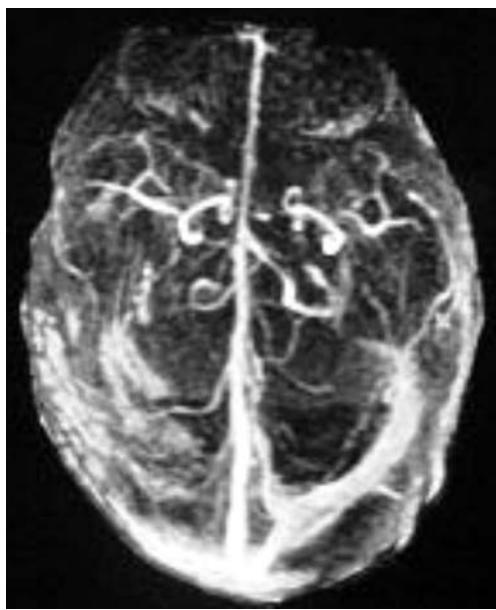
Angiorresonancia cerebral. Se evidencia obstrucción del seno transverso derecho que contrasta con el seno transverso izquierdo que se encuentra permeable.
